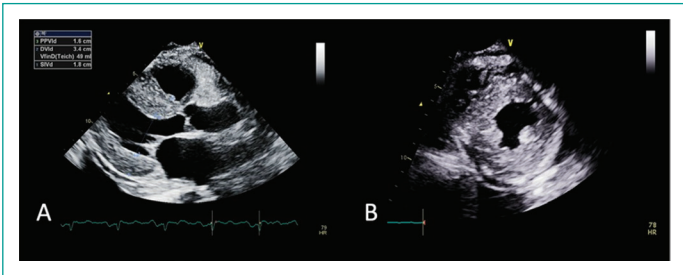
Imagen en ecocardiograma bidimensional en vista de paraesternal eje largo (A) y eje corto (B), se aprecia aumento de grosor de diámetros del septum y pared posterior del VI, así como un diámetro telesistólico reducido. Con una geometría de hipertrofia ventricular concéntrica simétrica.
